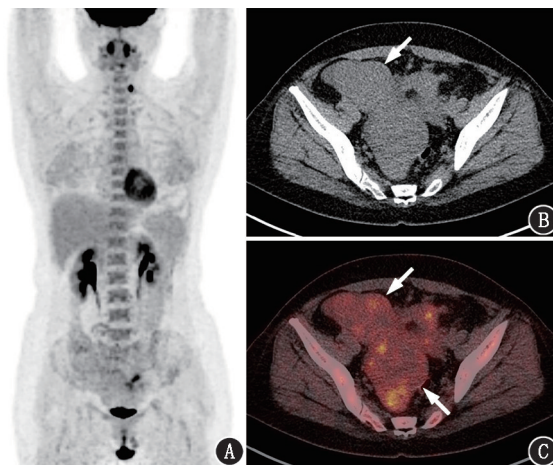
盆腔占位患者(女,51岁)¹⁸F-FDG PET/CT显像图。A. 最大密度投影(MIP)图可见盆腔右侧代谢轻度增高灶;B、C. 横断层PET/CT图像及同机CT示子宫右后方、子宫右旁代谢轻度增高的肿物(箭头示病灶)
